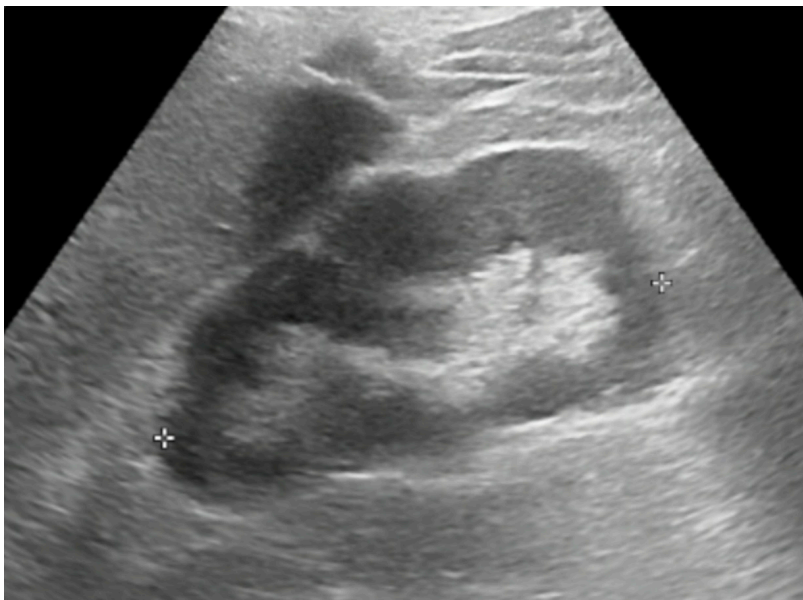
Ecografía renal, vesical y prostática con riñón con presencia de cicatrices
